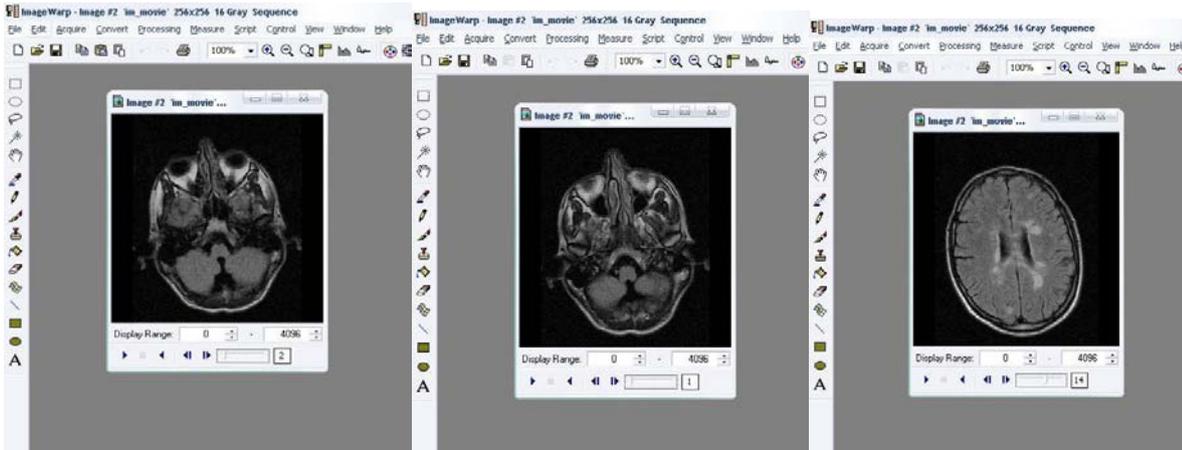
Послойные томографические сканы, на основе которых проводится объёмная реконструкция объектов
